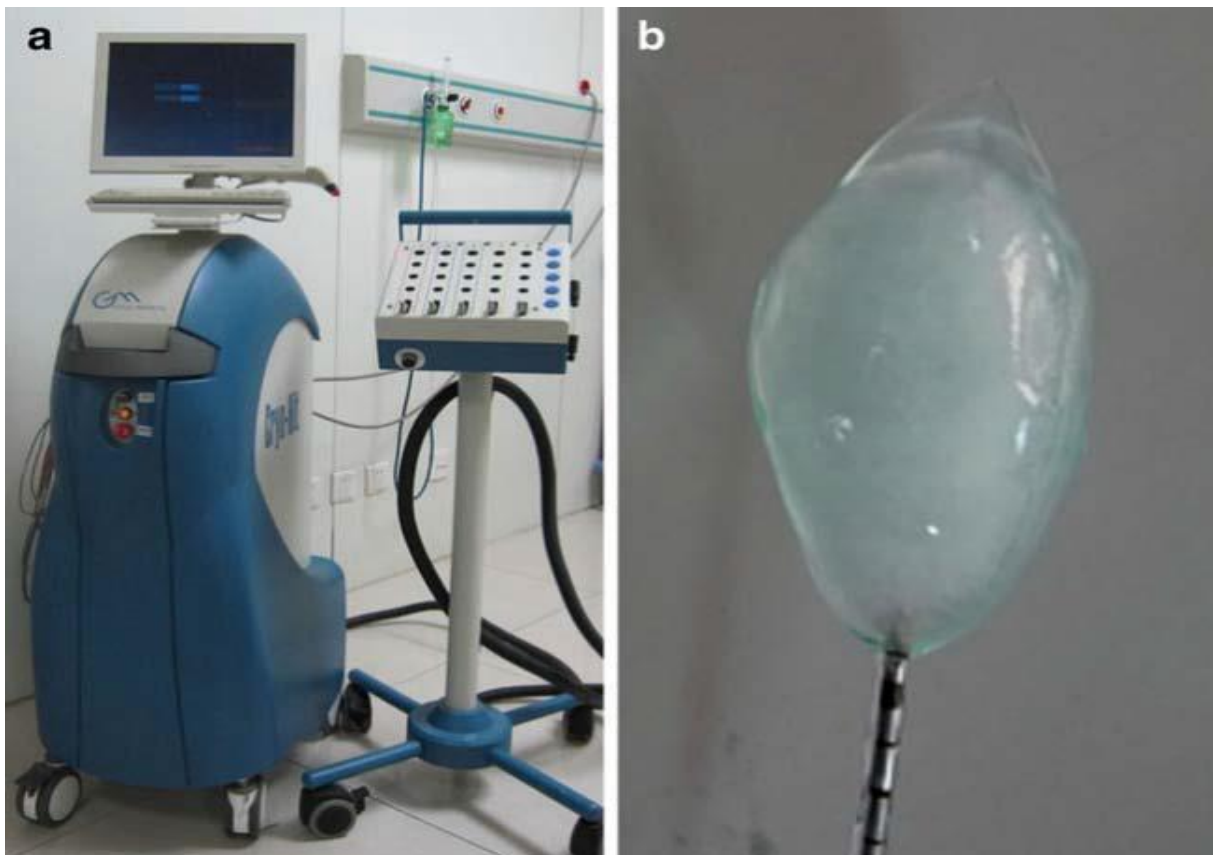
Image montrant le matériel de cryoablation sous guidage IRM [107].
